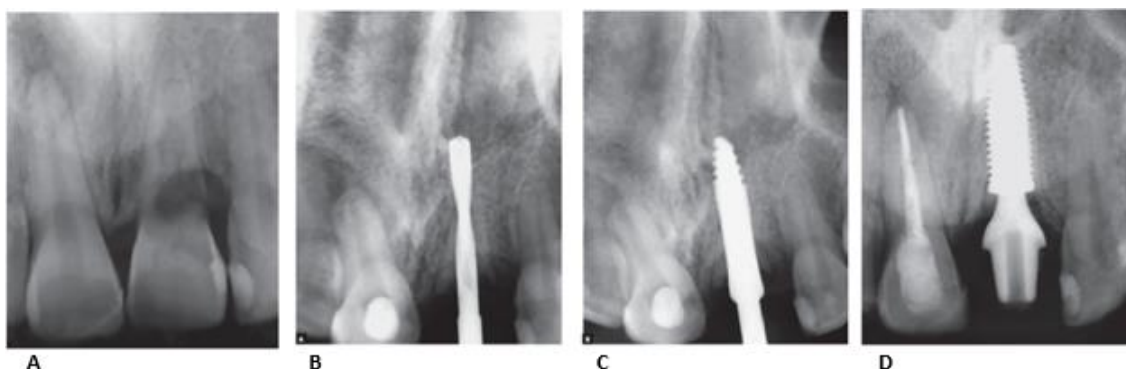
Radiographies rétroalvéolaires d'une pose d'implant transradiculaire après coronectomie. A : 21 présentant une résorption radiculaire de remplacement. B,C : forage pré-implantaire. D : Implant en place (29)
